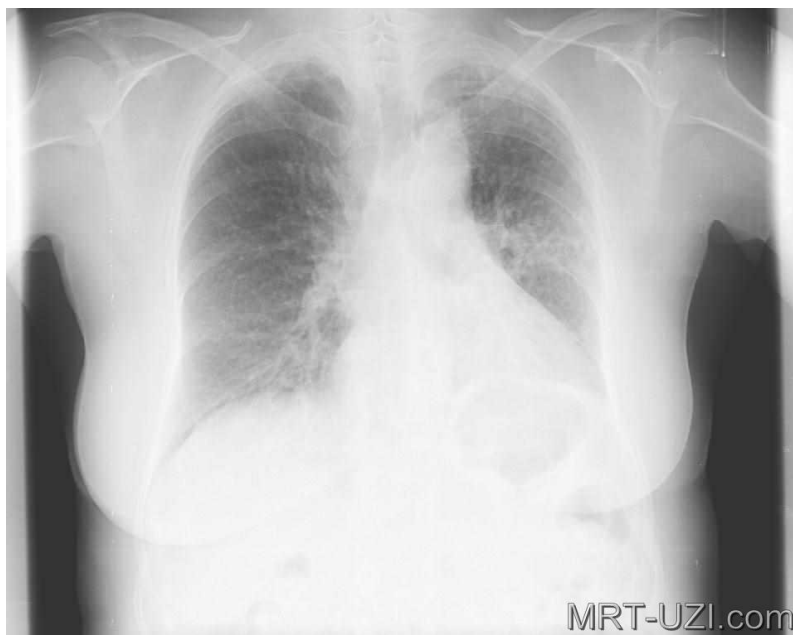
Рентгенограмма при пневмосклерозе. В правом и левом легком значительно усиленный корневой и легочной рисунок.
